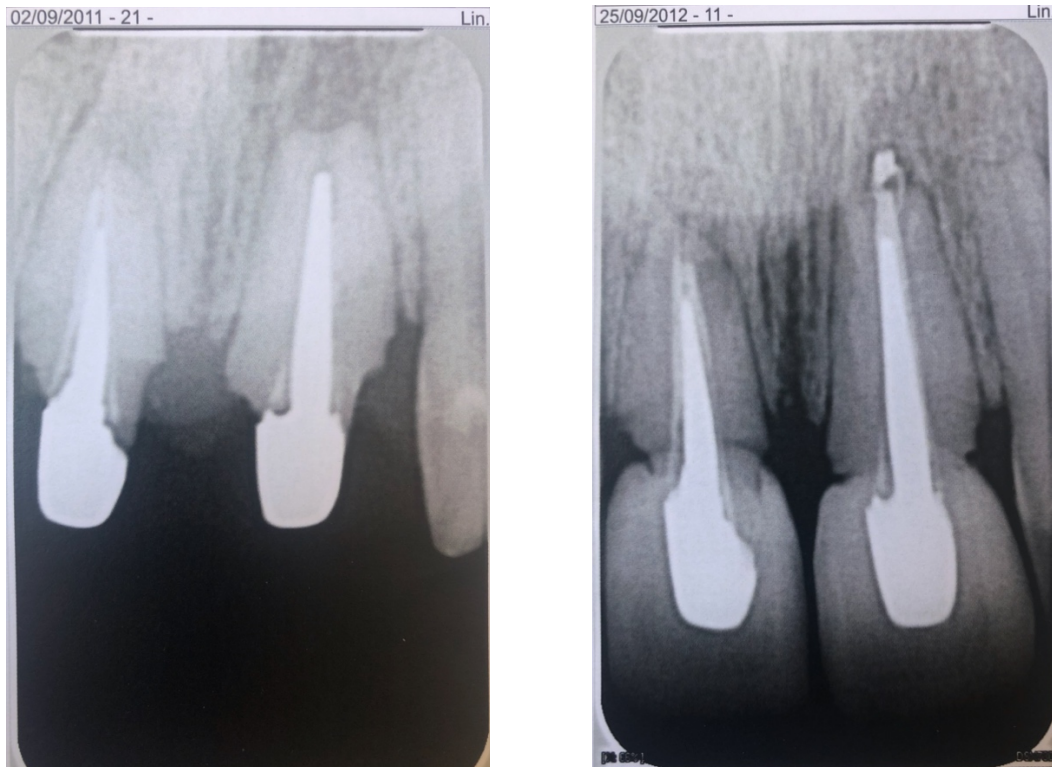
Radiographies rétro-alvéolaires de 11 et 21. A gauche : après essayage des inlay-core (2011). A droite : après scellement des inlay-core et couronnes d'usage (2012)
